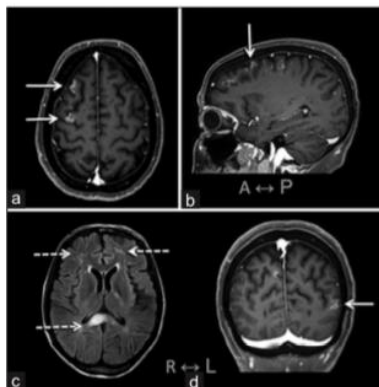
The patient's brain magnetic resonance imaging showing multiple inflammatory lesions: (a, b and d) T1-weighted images with gadolinium showing breakdown of blood–brain barrier and (c) T2-Fluid-attenuated inversion recovery sequence showing increased signal in both anterior frontal lobes and splenium of corpus callosum
